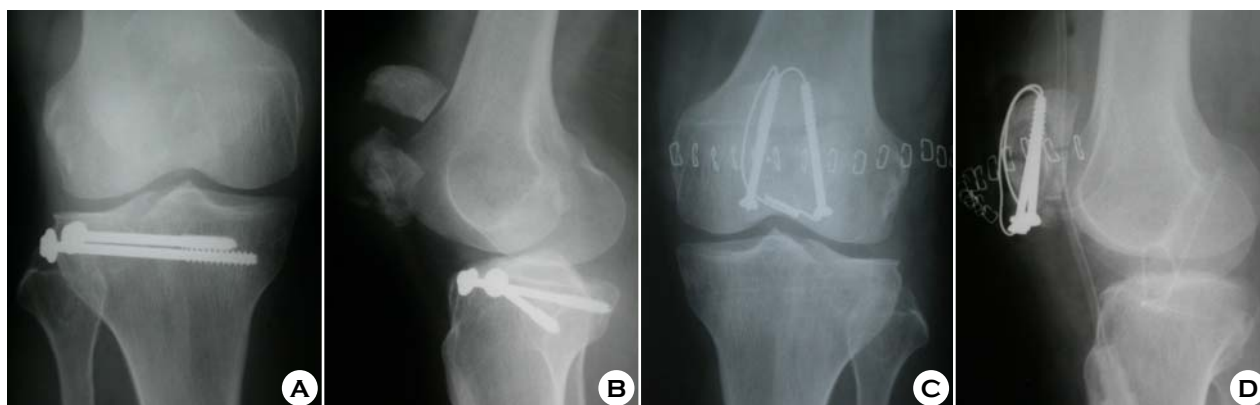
(A) Preoperative anteroposterior radiograph shows transverse fracture of patella with mild comminution and previous lateral tibial condyle fracture was fixed with two cannulated screws. (B) Preoperative lateral radiograph shows displaced transverse fracture. (C) Postoperative anteroposterior radiographs shows cannulated screws and tension-band wires were used to stabilize the fracture. (D) Postoperative lateral radiograph show excellent radiographic reduction.
